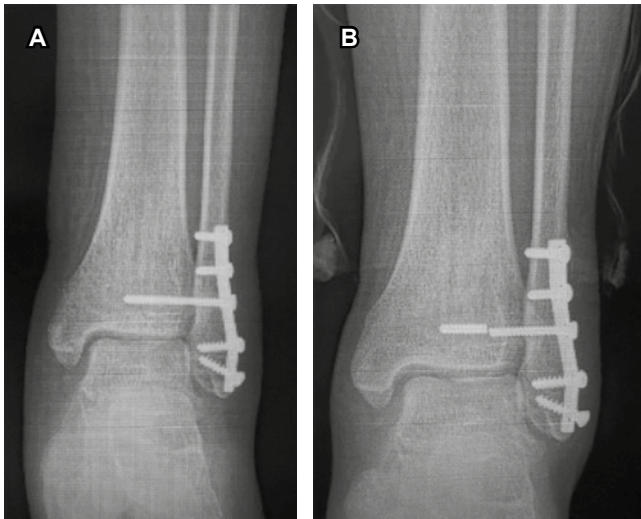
Radiografía de control en hombre de 35 años a los tres meses postquirúrgicos (A) y después a los seis meses (B). Presentó una puntuación de 84 en la *American Orthopaedic Foot and Ankle Society Score*.
